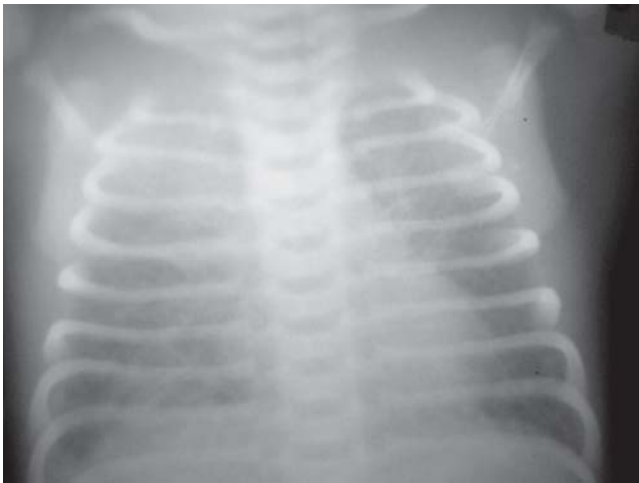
Radiografía de tórax (vista frontal). Bronconeumonía: se observan lesiones opacas de aspecto inflamatorio en el pulmón derecho y en el lóbulo superior del pulmón izquierdo.
